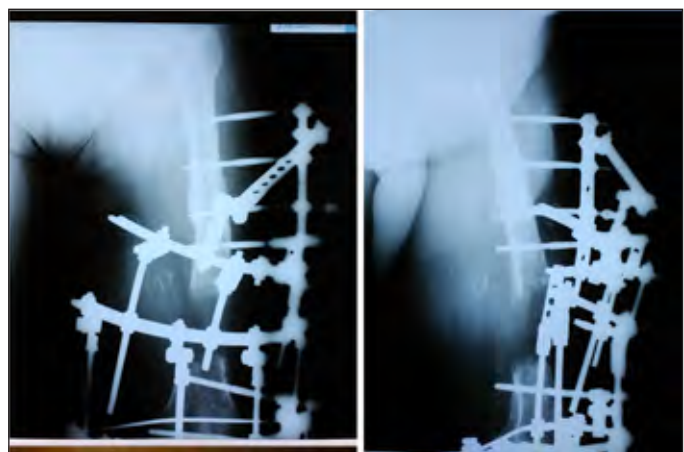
Рентгенограммы той же пациентки на этапе дистракции
